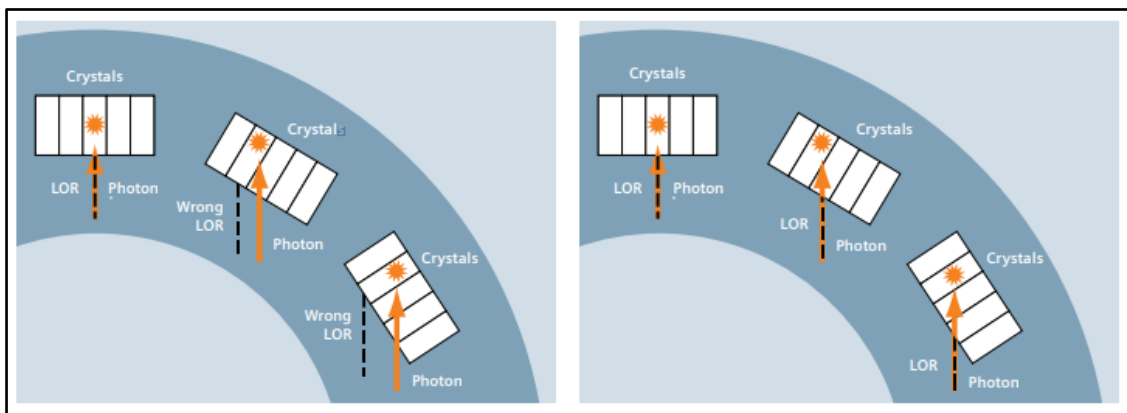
Funktionsweise der point spread function im Vergleich eines konventionellen PET/CTs (links) und HD-PET (rechts) (Siemens Medical Solutions USA, 2009)
